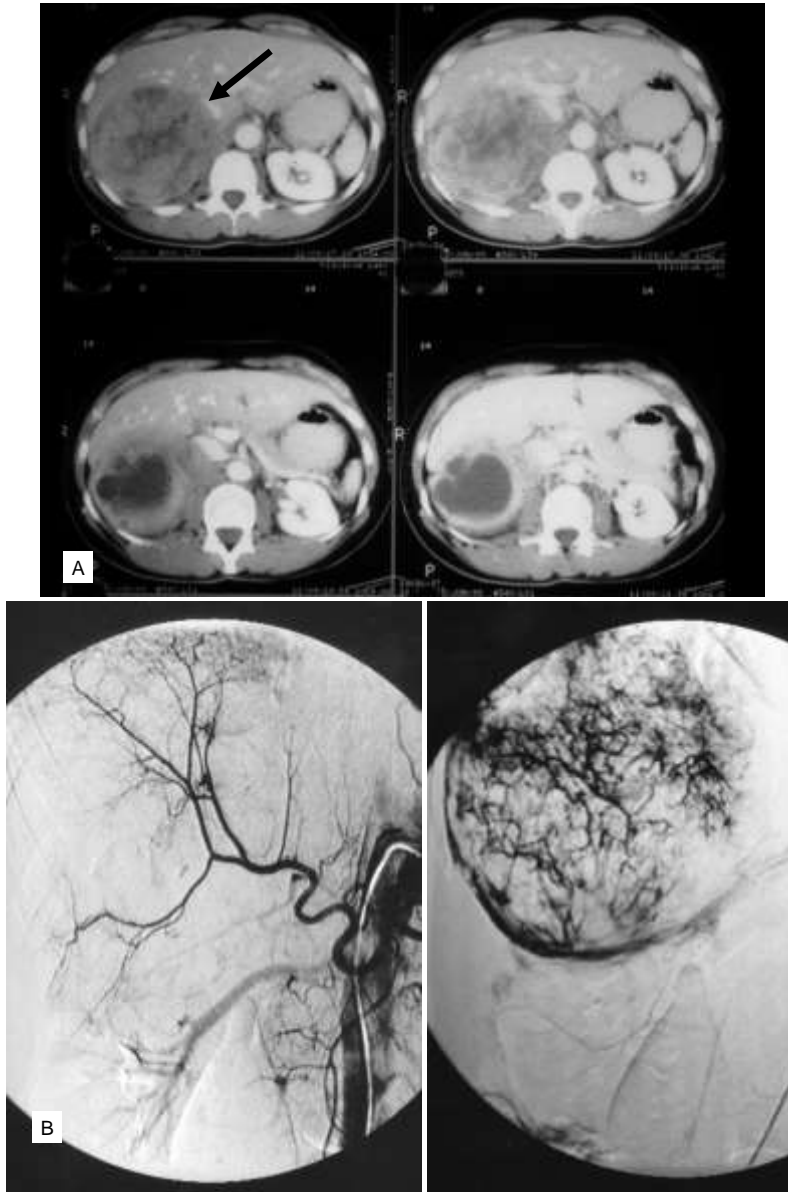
Tumor asintomático en el cuadrante superior derecho (A: TC con medio de contraste) descubierto en un estudio diagnóstico preoperatorio de una miomatosis uterina. El paciente no tenía hipertensión. Durante la angiografía (B: Izquierda: Hígado y riñón derecho; a derecha se observa el tumor). El tumor está localizado en la bifurcación de la zona vista en la imagen izquierda, al centro y a la izquierda), produciéndose una emergencia con hipertensión arterial severa. La adrenalina en orina estaba elevada a 4648 mg/día (Normal <20) y la noradrenalina a 22893 mg/día (normal <80). El tumor se pudo extirpar. No hubo complicaciones.
